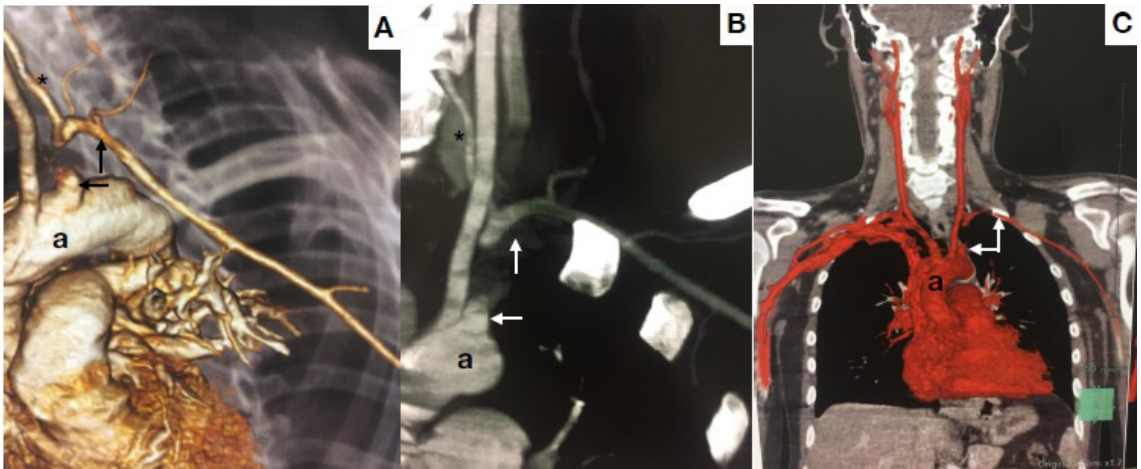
Angiotomografia realizadas no 3º mês pós-operatório. Nas reconstruções em 1.A, 1.B e 1.C, é possível observar: A: aorta; \*artéria vertebral esquerda; as setas apontam a artéria subclávia esquerda ligada na origem e sua reopacificação.
